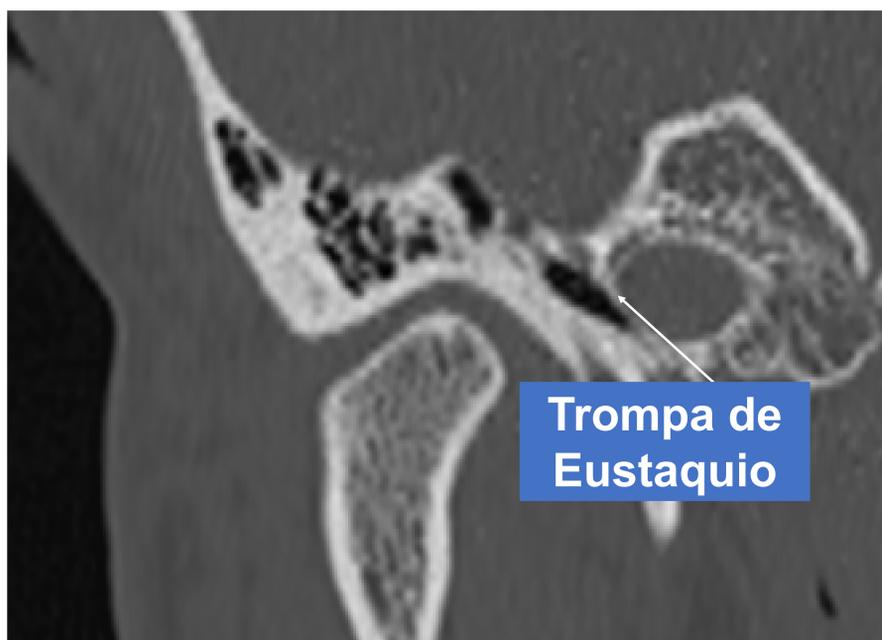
Imagen de TC en plano coronal del oído. Se señala la trompa de Eustaquio.
